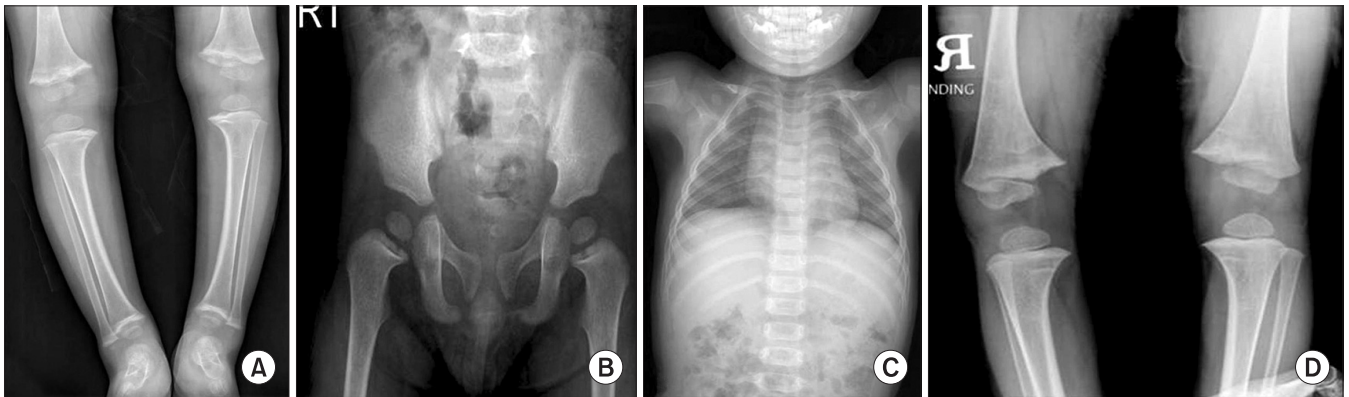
19 month-old male, (A) widened epiphyseal plate of distal femur and proximal tibia and cupping of metaphysis was also found. Bowing of tibia was not conspicuous. (B, C) There was no specific radiologic finding of vertebra, pelvis, and hip joint. (D) On 6 months follow up, body weight was 12.4 kg and height was 87.5 cm, and recovered to 40 percentage, and simple radiograph taken on which showed remodeling findings.
